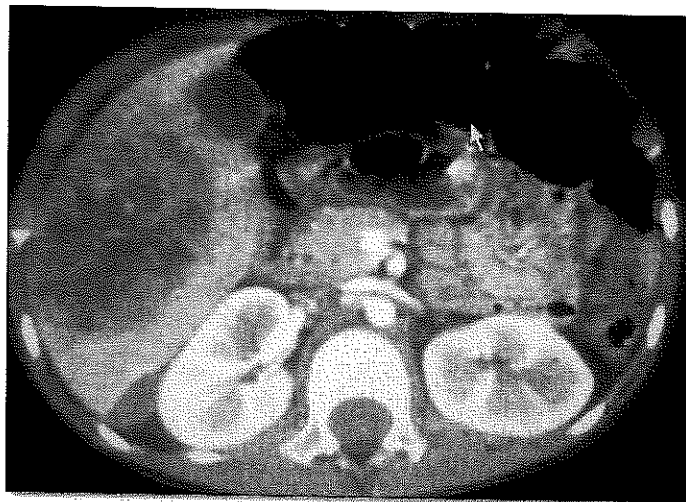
Tomografía de abdomen. Masa tumoral hepática en paciente con hepatoblastoma
